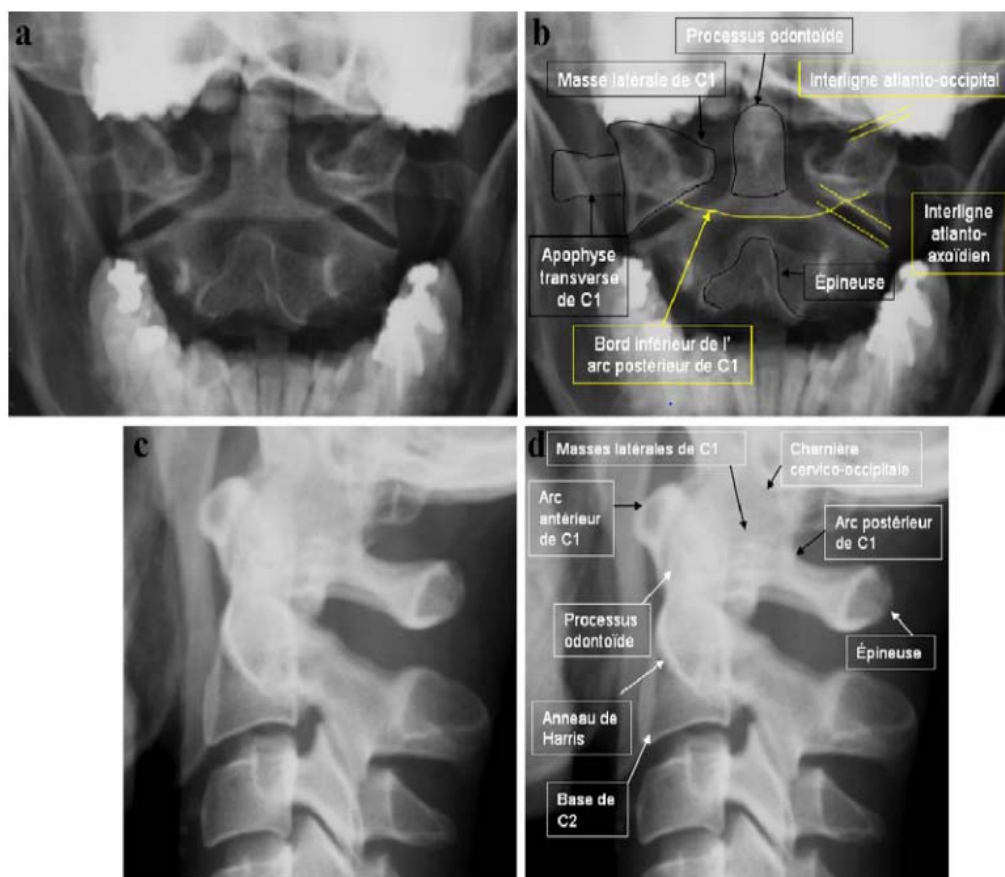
Radiographie de la charnière cervico-occipitale :
